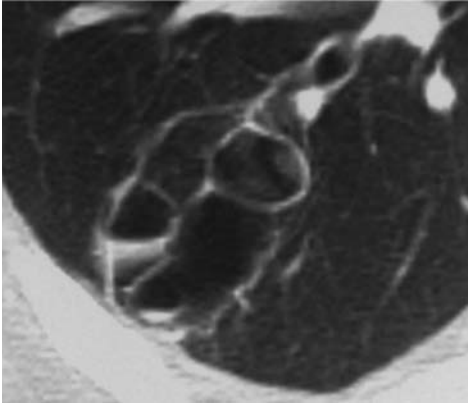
TAC en hidatidosis pulmonar.
